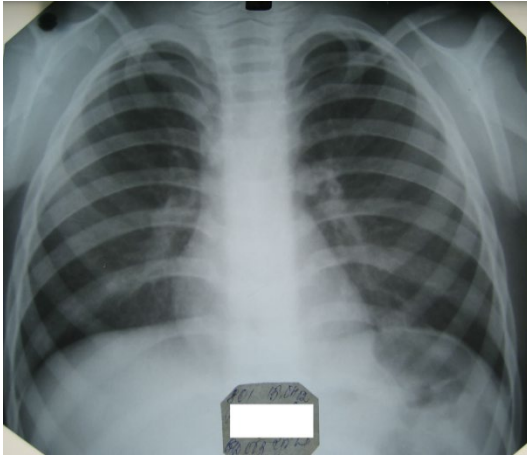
Рентгенография органов грудной клетки в возрасте 3,5 лет. Патологических изменений в легких не определяется.
